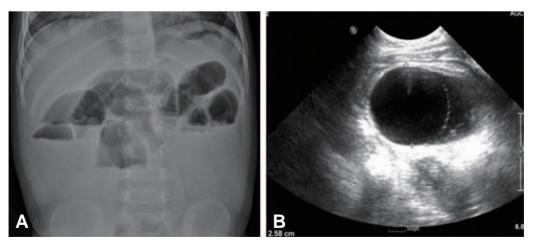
Imaging findings of case 2. (A) A plain radiograph shows multiple air-fluid levels (i.e., stepladder appearance), suggesting intestinal obstruction (day 1). (B) A comprehensive ultrasonogram shows a 2.6 cm-sized, well-demarcated suspicious hypoechoic mass in the dilated jejunum (day 1).
